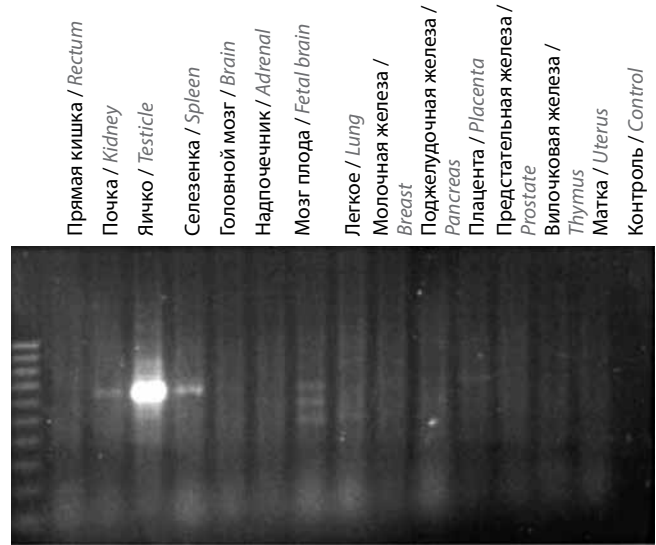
Полимеразная цепная реакция в режиме реального времени – анализ экспрессии CT7 в клетках здоровых тканей
